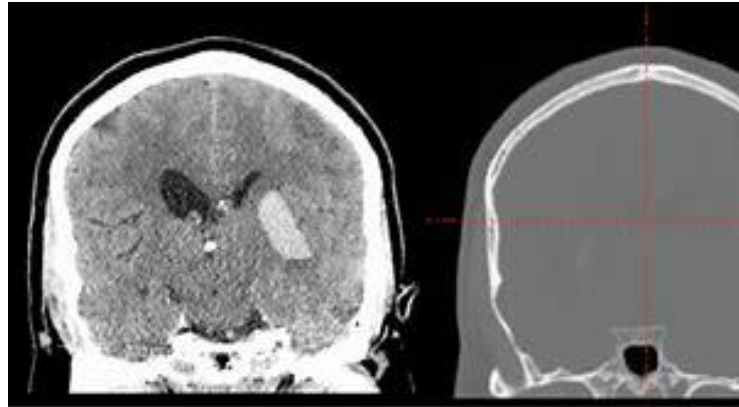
Proses Slicing CT Scan [39]
